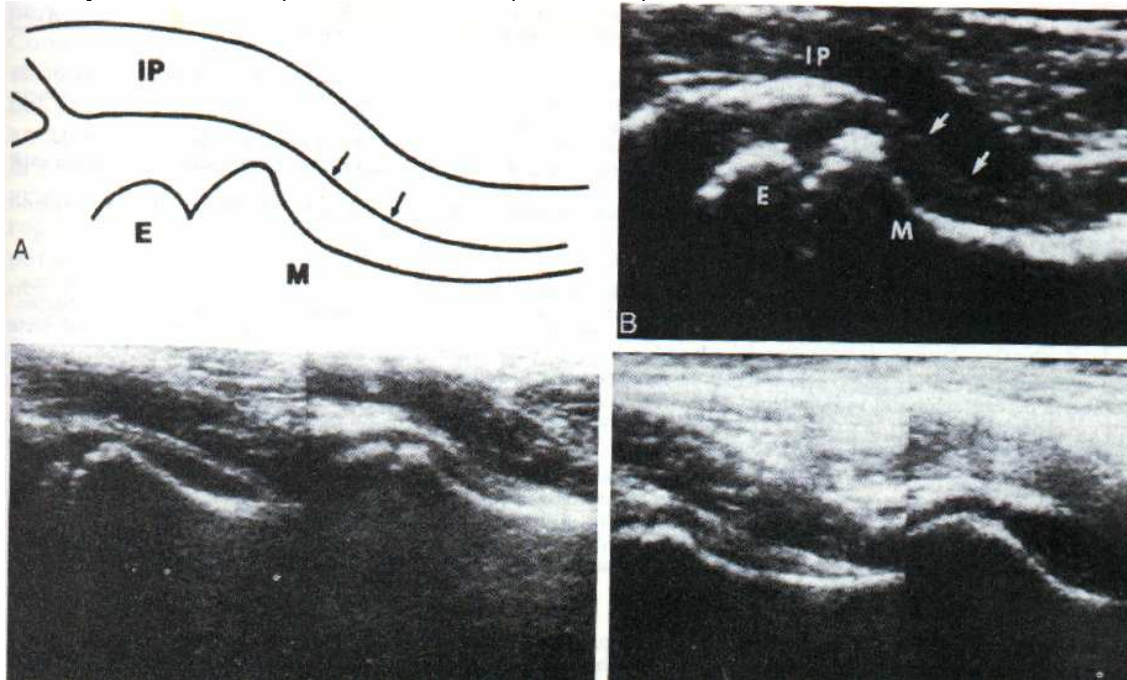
Ecografías de la cadera normal y la afectada.
